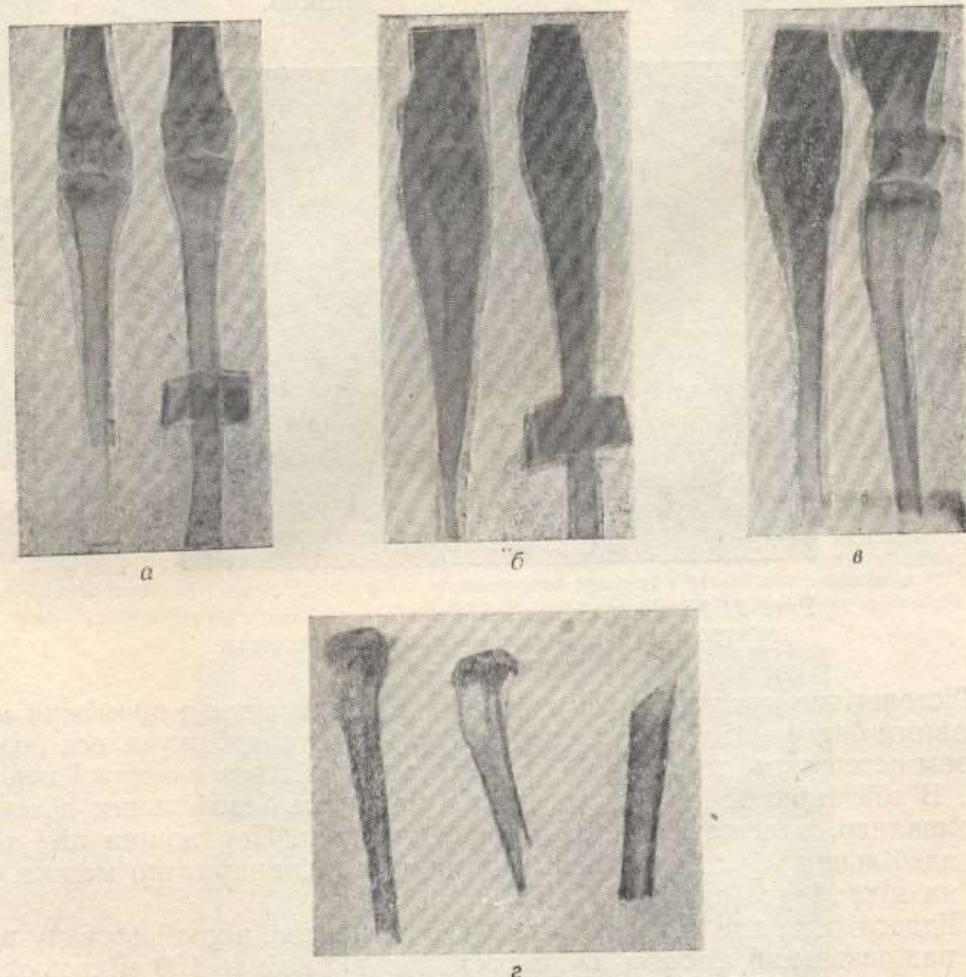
Кісткові зміни у контрольного кролика № 76 (рентгенограми):
